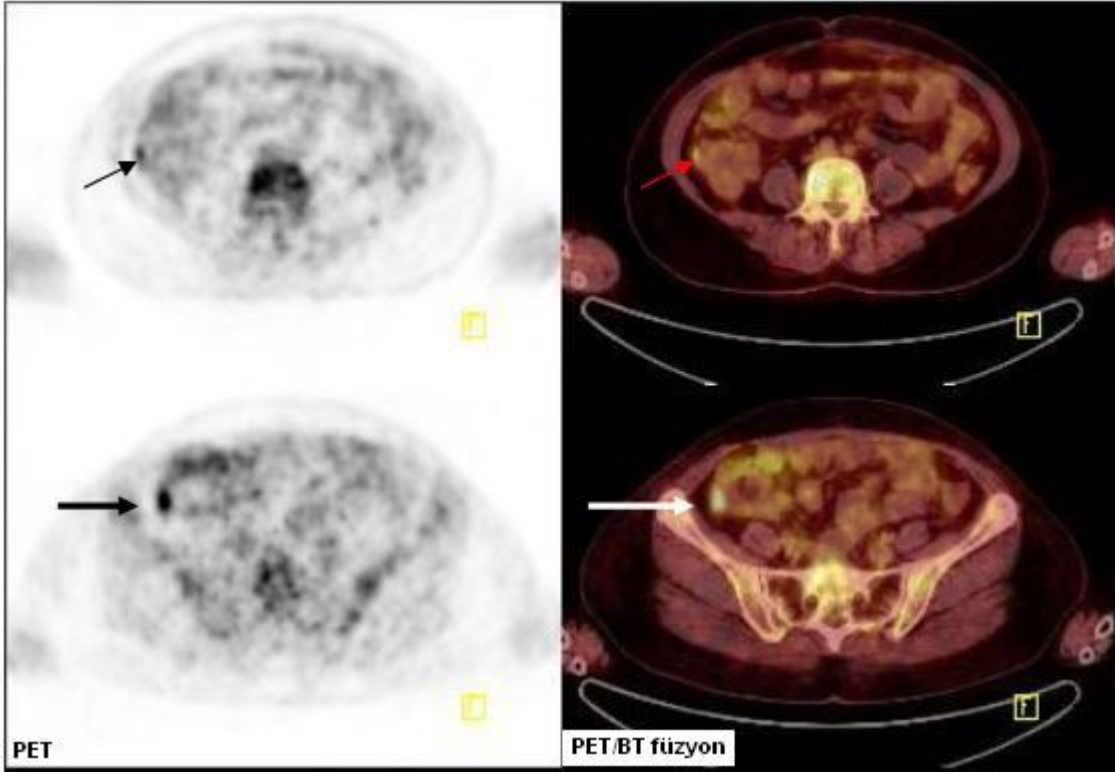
BT'de belirgin olmayan sol parailiak implant ( $SUV_{max}$  :6,3) (Hasta 13)
